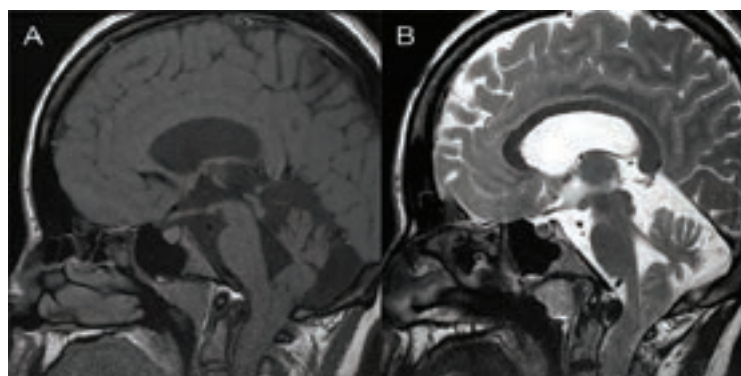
y 1B RM T1 y T2 de unión craneocervical, cortes sagitales, que evidencia desplazamiento caudal de amígdalas cerebelosas y atrofia cerebelosa
